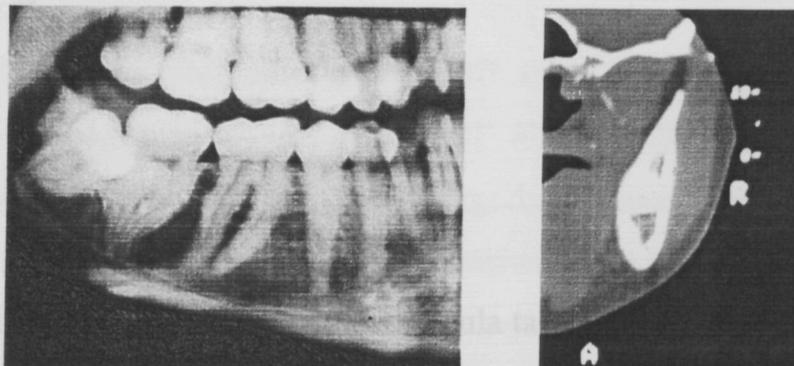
Detalle de la ortopantomografía y tomografía computerizada (TC) del cordal inferior derecho de otra paciente. La sospecha radiológica de relación estrecha entre la raíz del cordal y el conducto dentario inferior observada en la ortopantomografía se confirmó con la TC. Durante la intervención, el nervio dentario inferior resultó expuesto una vez extraído el cordal y la paciente sufrió una parestesia reversible del nervio dentario inferior.
